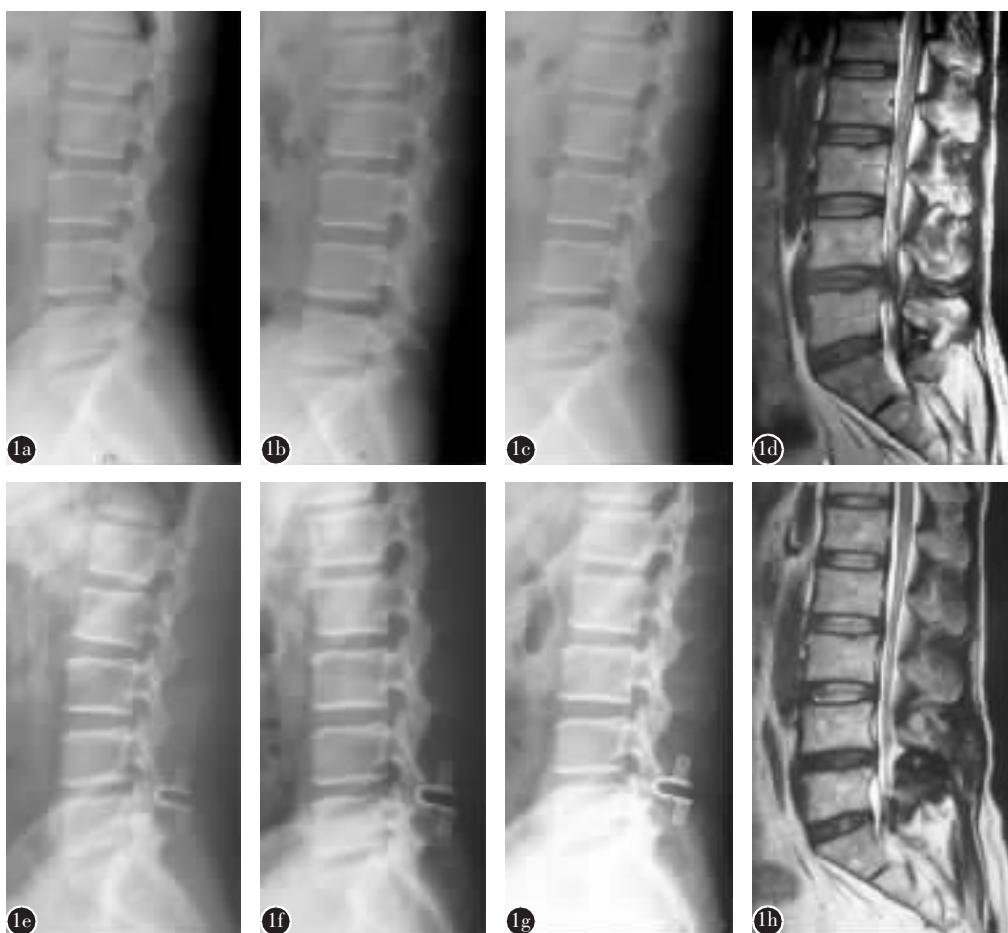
患者男性,47岁,L4/5椎间盘突出症 a 术前侧位X线片示椎间隙高度正常 b,c 过伸过屈位X线示L4/5 ROM为3.5° d MRI示L4/5椎间盘脱出,硬膜囊受压,椎间盘Pfirmann分级为Ⅲ级,无Modic改变 e 后路椎板开窗减压髓核摘除术+Coflex置入术后62个月侧位X线片未见腰椎后凸畸形,椎间隙高度同术前 f,g 过伸过屈位X线示L4/5 ROM为3.0° h MRI示L4/5间隙减压彻底,未见复发,椎间盘Pfirmann分级为Ⅲ级
